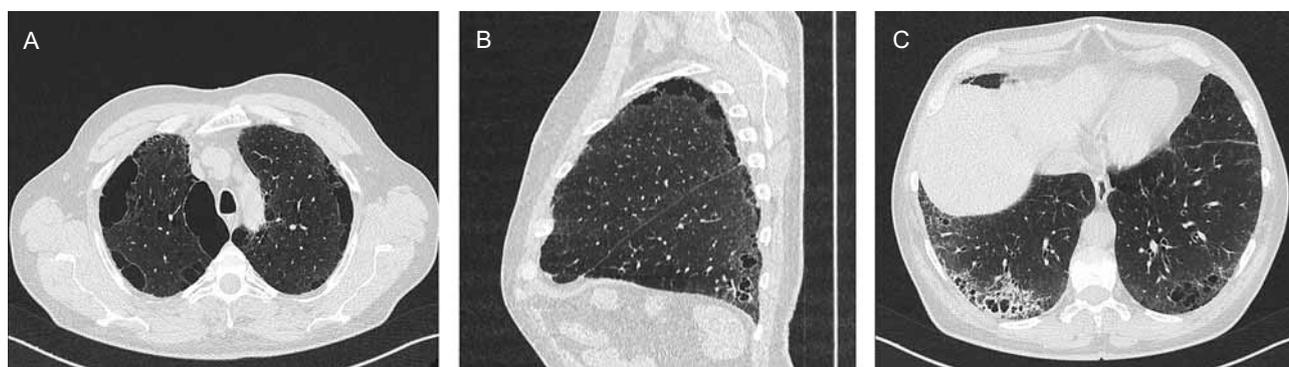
Компьютерная томограмма пациента с идиопатическим легочным фиброзом: А – аксиальный срез на уровне верхушек легкого; В – реформация в сагиттальной плоскости; С – аксиальный срез на уровне базальных сегментов. В верхних долях легких – многочисленные воздушные полости парасептальной эмфиземы и буллы. Уплотнение купола диафрагмы. В базальных сегментах – ретикулярные изменения, «сотное легкое» и тракционные бронхоэктазы, больше выраженные в правом легком
